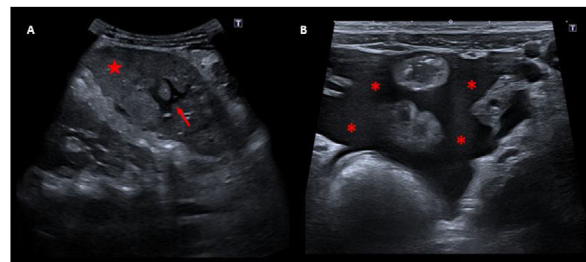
Ecografía abdominal del hipocondrio izquierdo. A) La imagen muestra un bazo de tamaño aumentado (13 mm) para la edad del paciente, con ecogenicidad heterogénea (flecha roja). También se visualizaron áreas focales con bordes hipocóicos bien definidos dentro del bazo (flecha roja) resultantes de la isquemia. B) La imagen muestra una acumulación moderada de líquido libre en la cavidad abdominal (asteriscos rojos).
